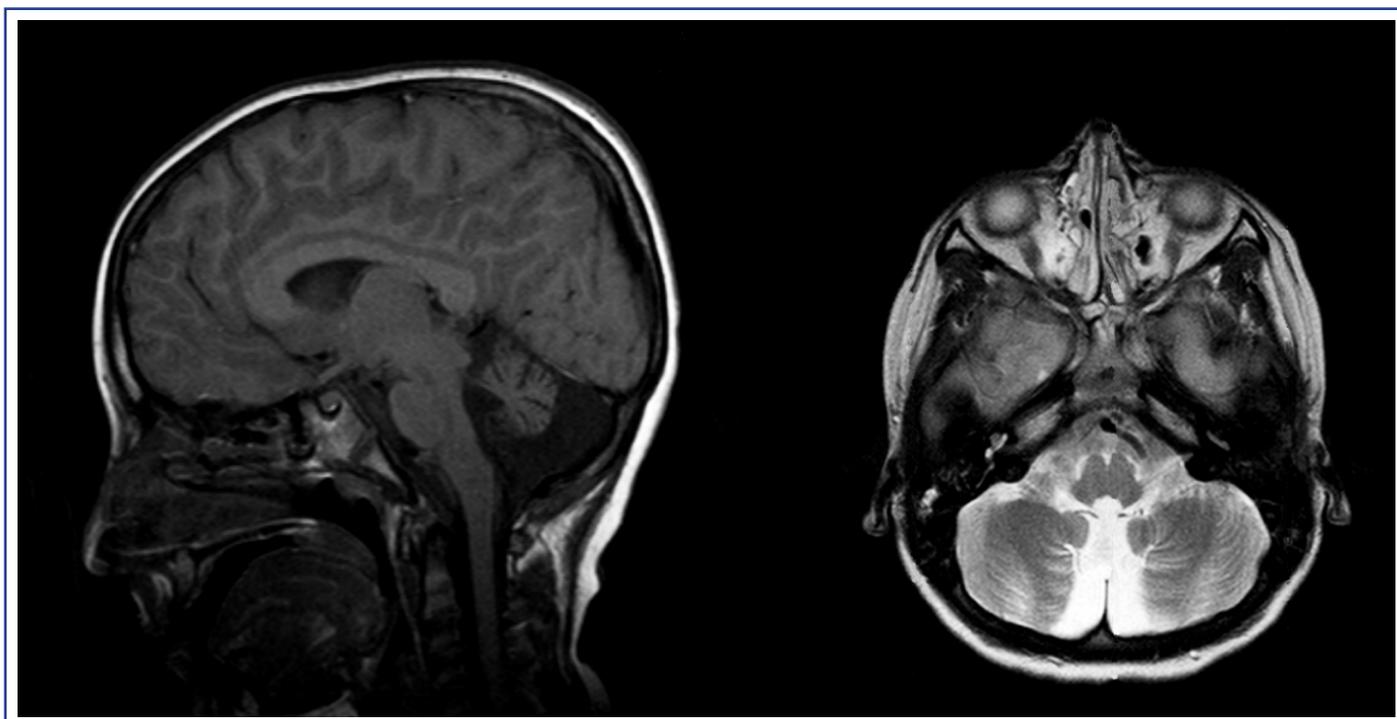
RMN all'età di 8 anni. La sequenza sagittale T1 (a sinistra) mostra atrofia del verme cerebellare con dilatazione del IV ventricolo. La sequenza assiale T2 (a destra) mostra atrofia simmetrica dei due emisferi cerebellari ed iperintensità della corteccia cerebellare. Non anomalie encefaliche.
